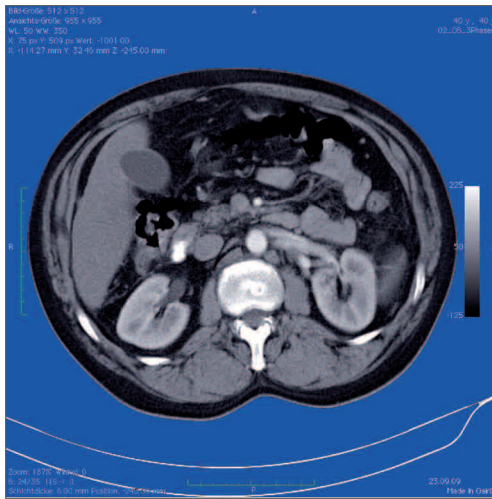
Computertomographische Aufnahme des Oberbauches und der Nieren
